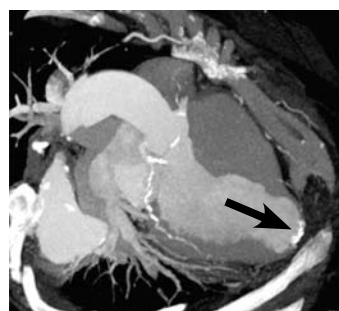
МСКТ сердца. Аневризма в области верхушки левого желудочка (стрелка); кальциноз коронарных артерий.
